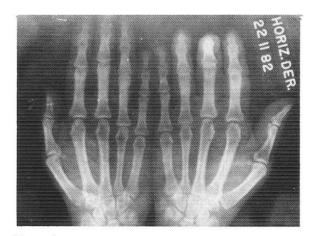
Caso No. 3. Después de un año de evolución la radiografía de manos muestra ligero aumento de partes blandas particularmente del segundo y tercer dedos de la mano derecha. La flexión de la falange distal del tercer dedo es un artificio. No hay erosiones óseas.
